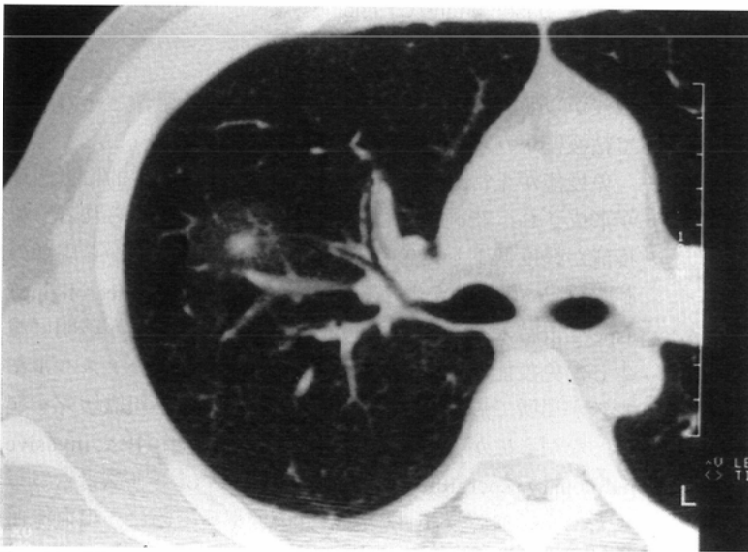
HRCT image in a patient with IPA showing CT halo sign.
